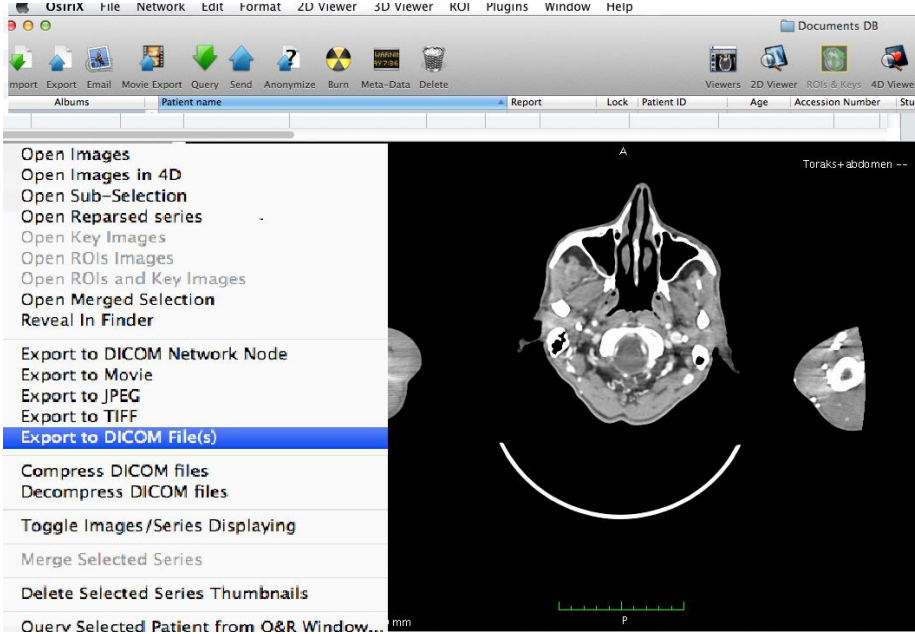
BT görüntüsünün OsiriX programının içine alınması
